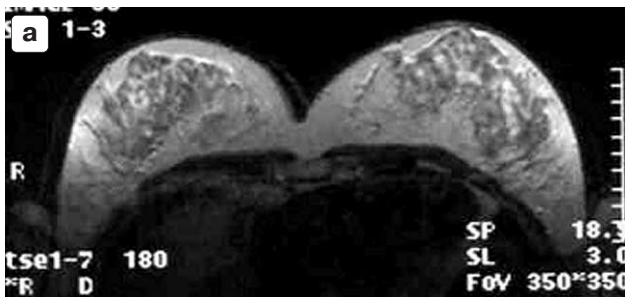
Рак молочной железы, $T_2N_1M_0$. Сопоставленные результаты МРТ без контрастного усиления, T2 (а), МРТ с контрастным усилением и субтракцией изображений (б) и ПЭТ (в). Образование при МРТ без контрастного усиления не визуализируется (а) и отчетливо определяется при МРТ с усилением и субтракцией изображений (б). При ПЭТ-исследовании в проекции изменений, визуализируемых по данным МРТ, определяется очаг патологического накопления РФП (в).
